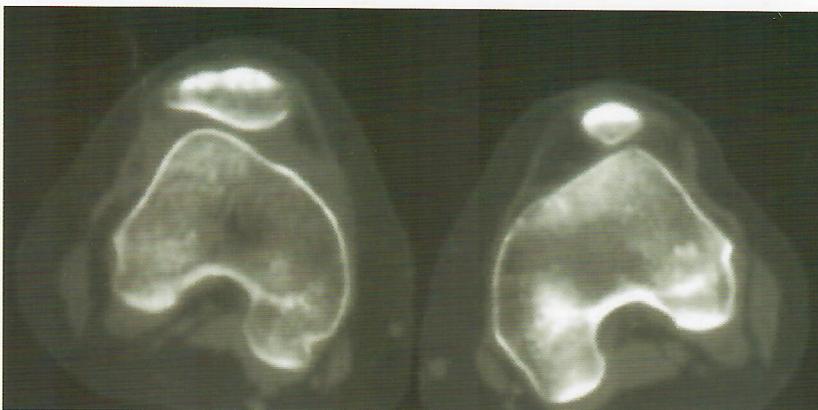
TAC- displasia femoro-patelar com tróclea plana associada a translação e bácia rotuliana externa
